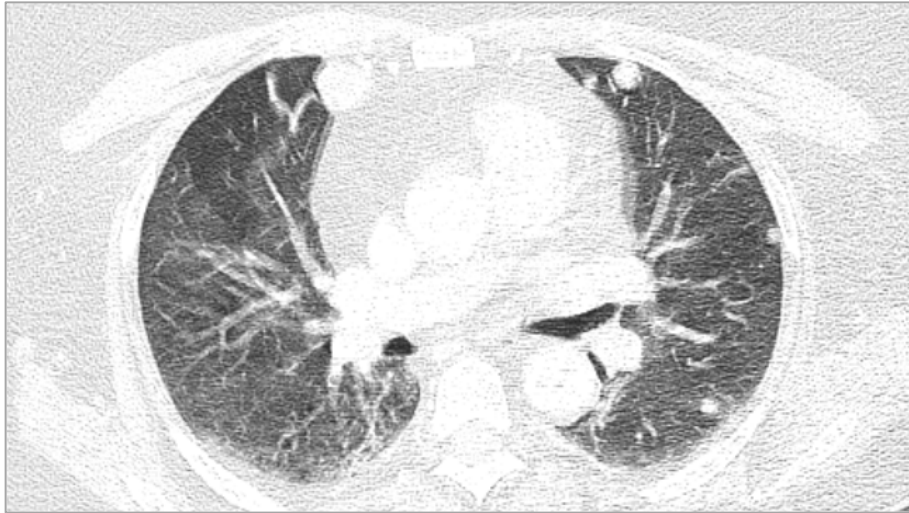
Tomografía de tórax con evidencia micronódulos y nódulos pulmonares
